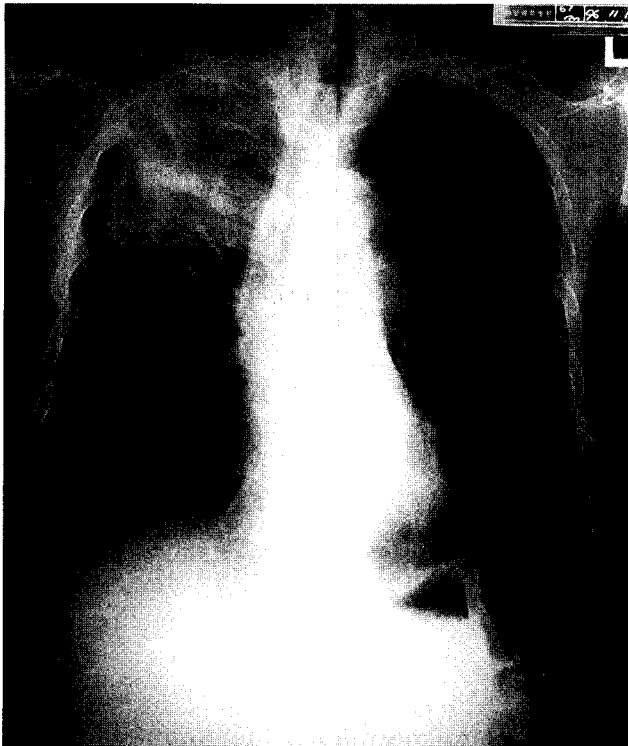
Preoperative chest X-ray findings ; About 9 x 8 cm sized huge opacity in right upper thorax
